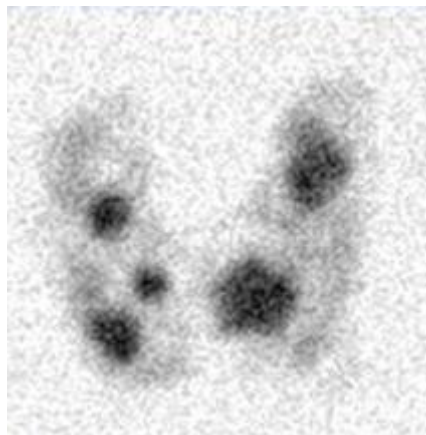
Aspect scintigraphique du goitre multinodulaire toxique.
